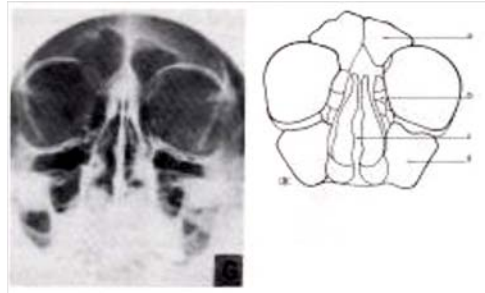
Radiographie standard en incidence face haute
